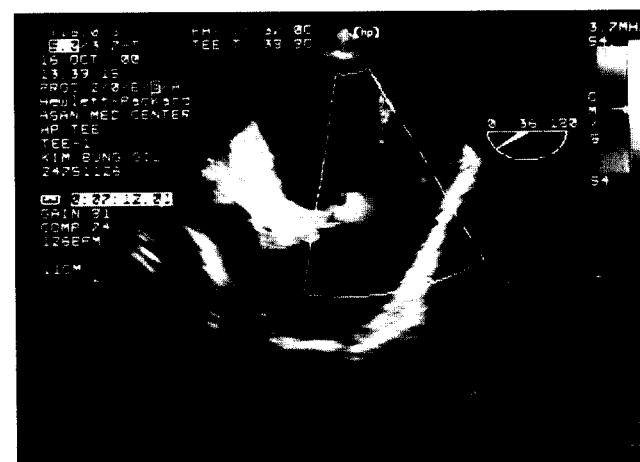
Preoperative transesophageal echocardiogram with doppler study showing flow communication between aorta and the round mass.
